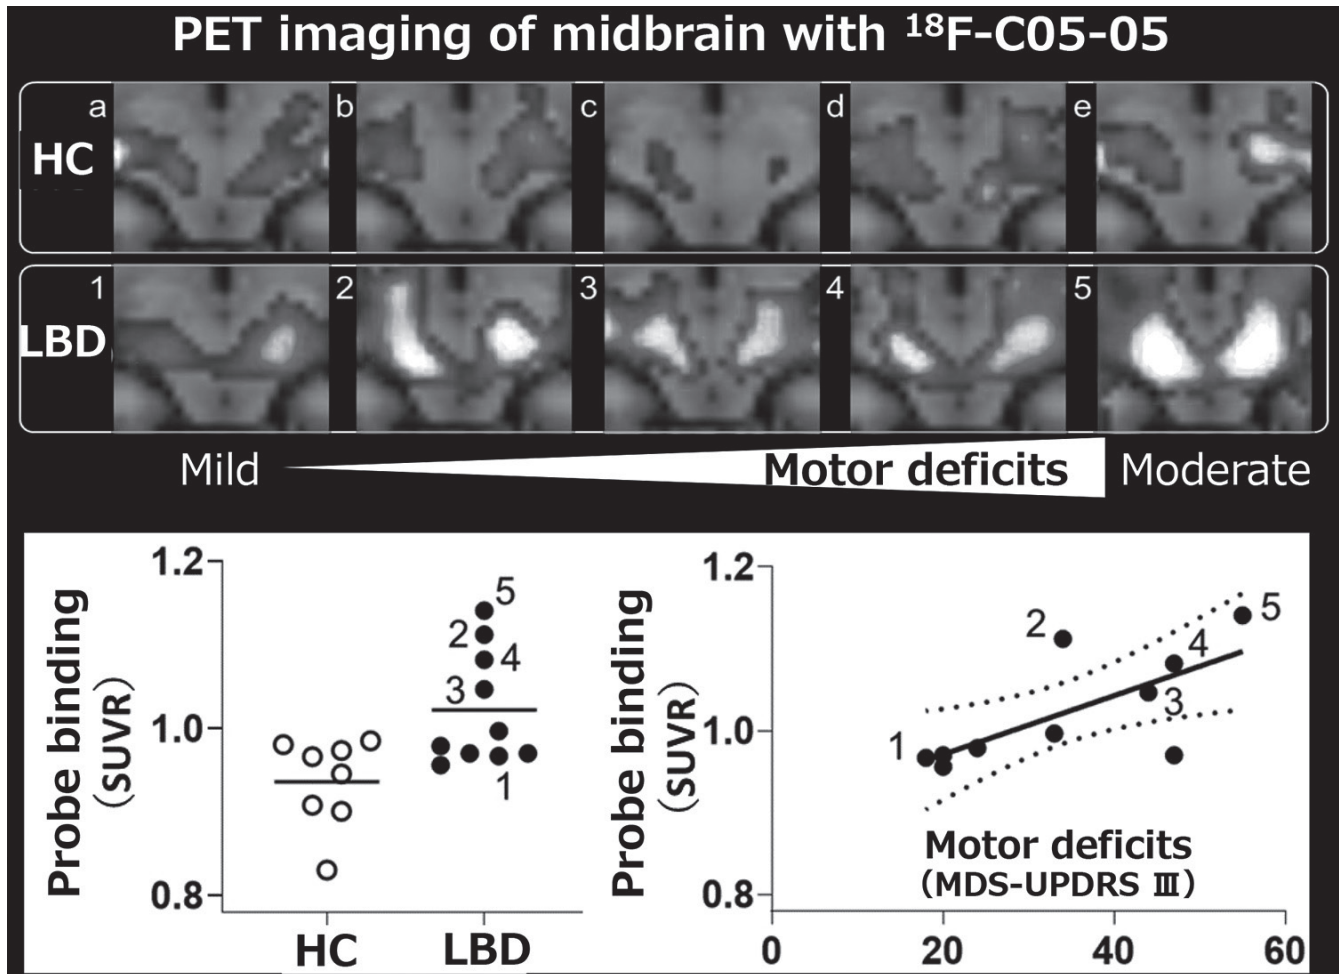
Detection of α -synuclein aggregates in the midbrains of patients with Lewy body diseases (LBDs), including Parkinson's disease and dementia with Lewy bodies. The retentions of the PET probe, ^{18}F -C05-05, were elevated in LBD subjects and were tightly associated with motor impairments assessed by Movement Disorder Society Unified Parkinson's Disease Rating Scale (MDS-UPDRS) group III scores. Modified from Ref. 24. SUVR, standardized uptake value ratio; PET, positron emission tomography.
